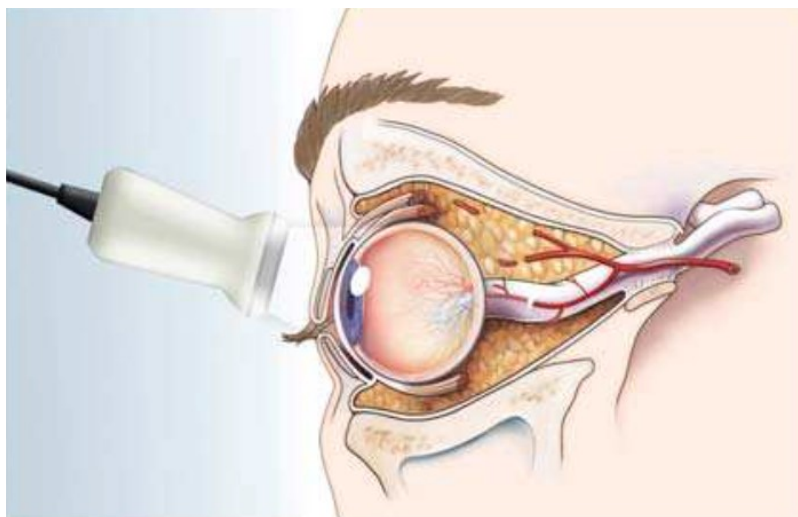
Sagittaler Querschnitt durch den Augapfel zur Veranschaulichung der anatomischen Verhältnisse und der zur sonographischen Bestimmung des ONSD korrekten Position der Ultraschallsonde.
